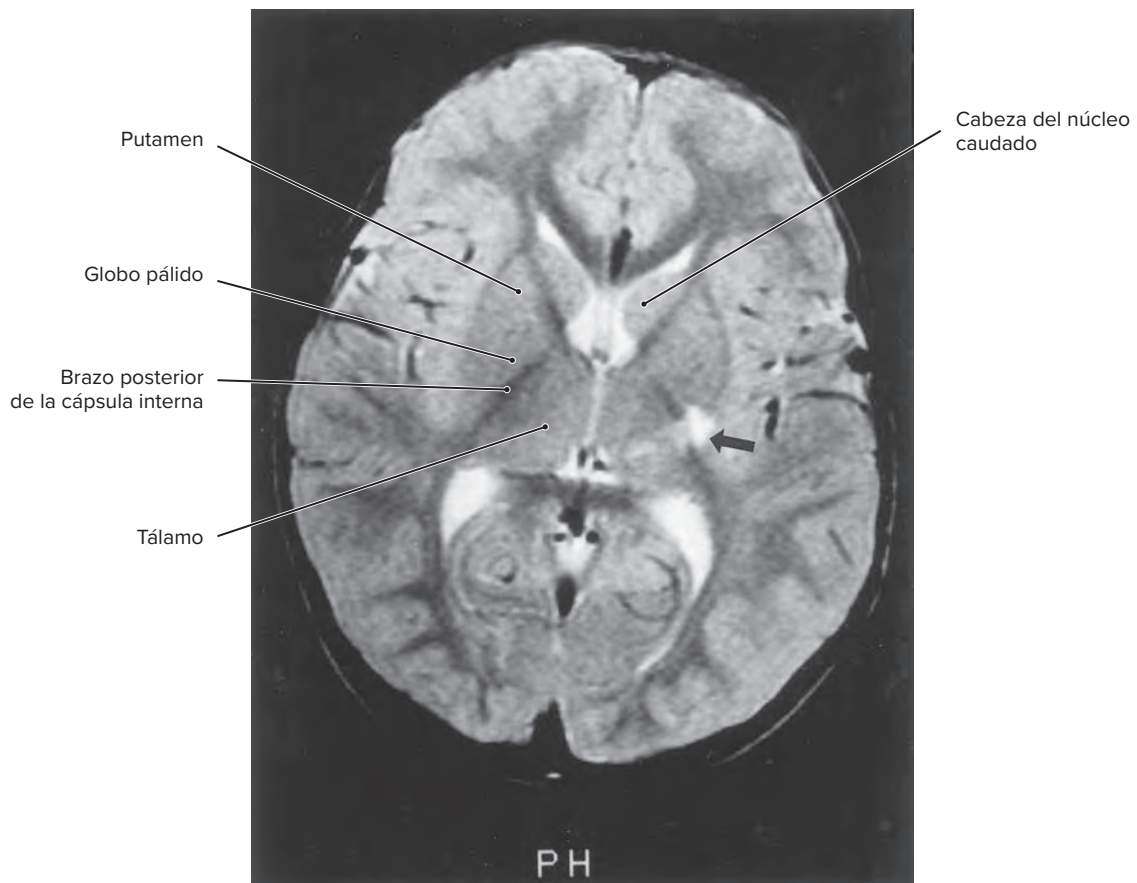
Imagen de resonancia magnética (RM) en fase T2 que muestra un infarto con intensidad de señal brillante (flecha) en el territorio de la arteria coroidea anterior.
